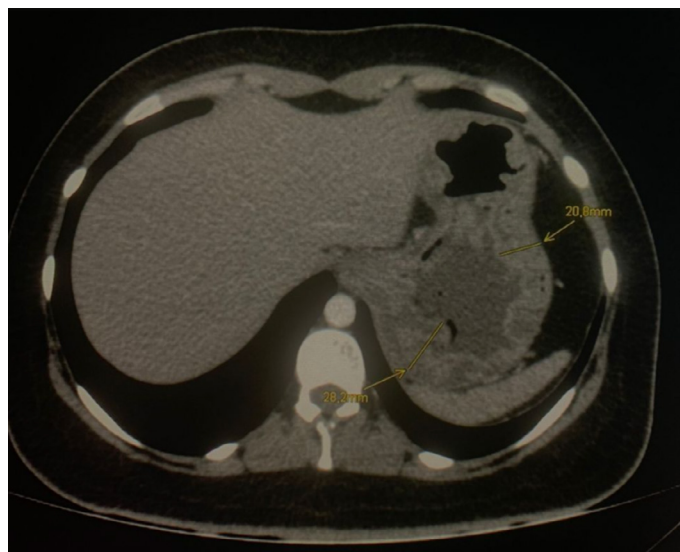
Tomografía de abdomen simple. Corte axial. Se observó engrosamiento de la pared gástrica
